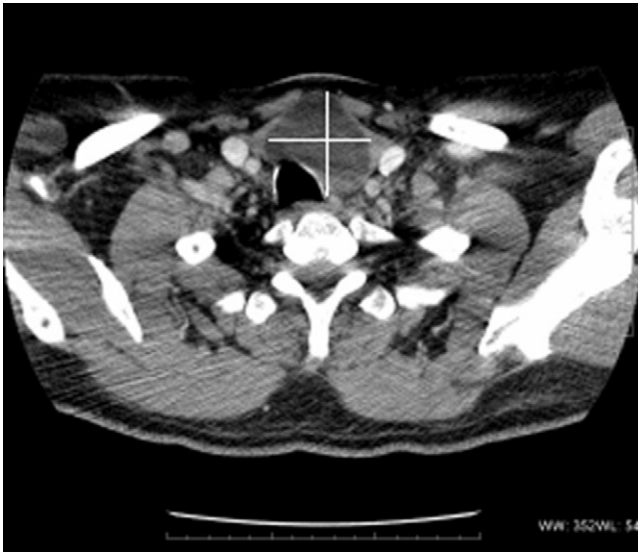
TC cérvico-torácica. Relación con las estructuras del estrecho torácico superior: tráquea (que aparece desplazada), arteria carótida primitiva y arteria subclavia.
